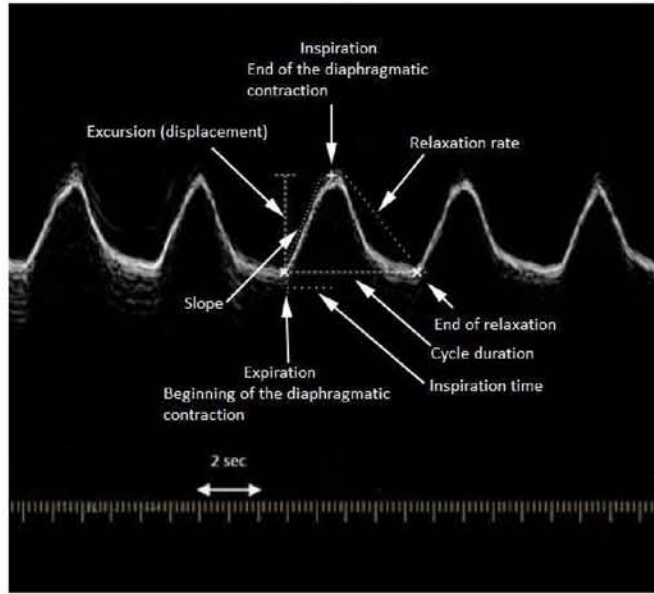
Ultrasonic diaphragmatic motion measurements. Typical values are given for a normal case: Excursion = 18 mm, Cycle duration ( $T_{tot}$ ) = 4.5 sec, Inspiration time ( $T_{insp}$ ) = 1.6 sec, Slope (Excursion /  $T_{insp}$ ) = 1.125 cm/sec, Relaxation rate (Excursion /  $T_{relax}$  ( $T_{tot} - T_{insp}$ )) = 0.62 cm/sec.
